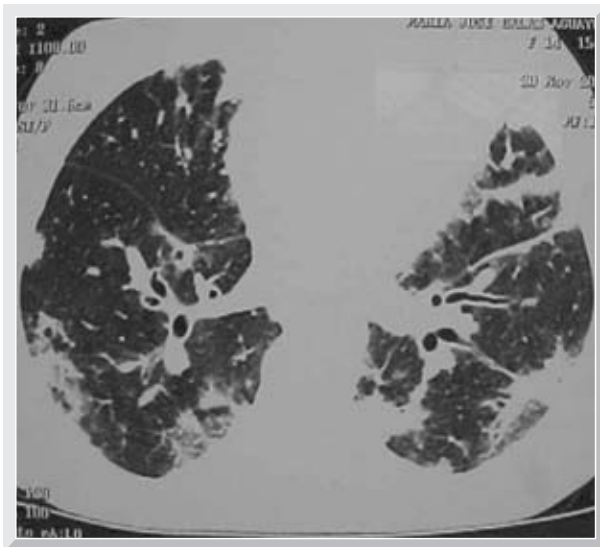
TC tórax de alta resolución, a nivel subcarinal (fase aguda, pre-tratamiento): Extenso compromiso parenquimatoso bilateral y periférico, atelectasias laminares y engrosamiento peribronquial. Nódulos en región anterior.
